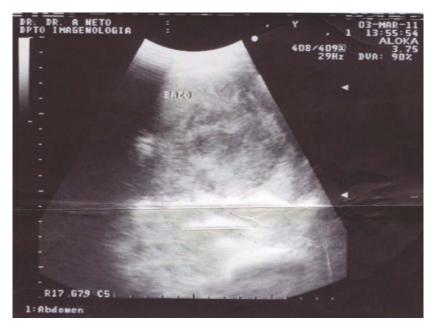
Caso 3. Ultrasonido imagen compleja en el bazo que mide 140×90 mm, compatible con un absceso.
